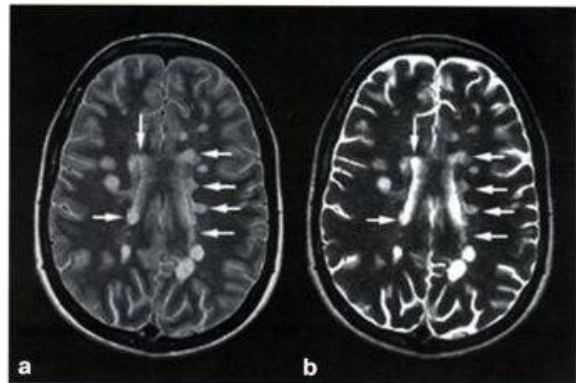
Аксиальные изображения, взвешенные по протонной плотности (PD) – (a) и T2ВИ (b) больного со вторичным рецидивирующе – ремиттирующим течением РС демонстрируют многочисленные гиперинтенсивные очаги с преимущественным перивентрикулярным расположением – это классическая МРТ-особенность РС
